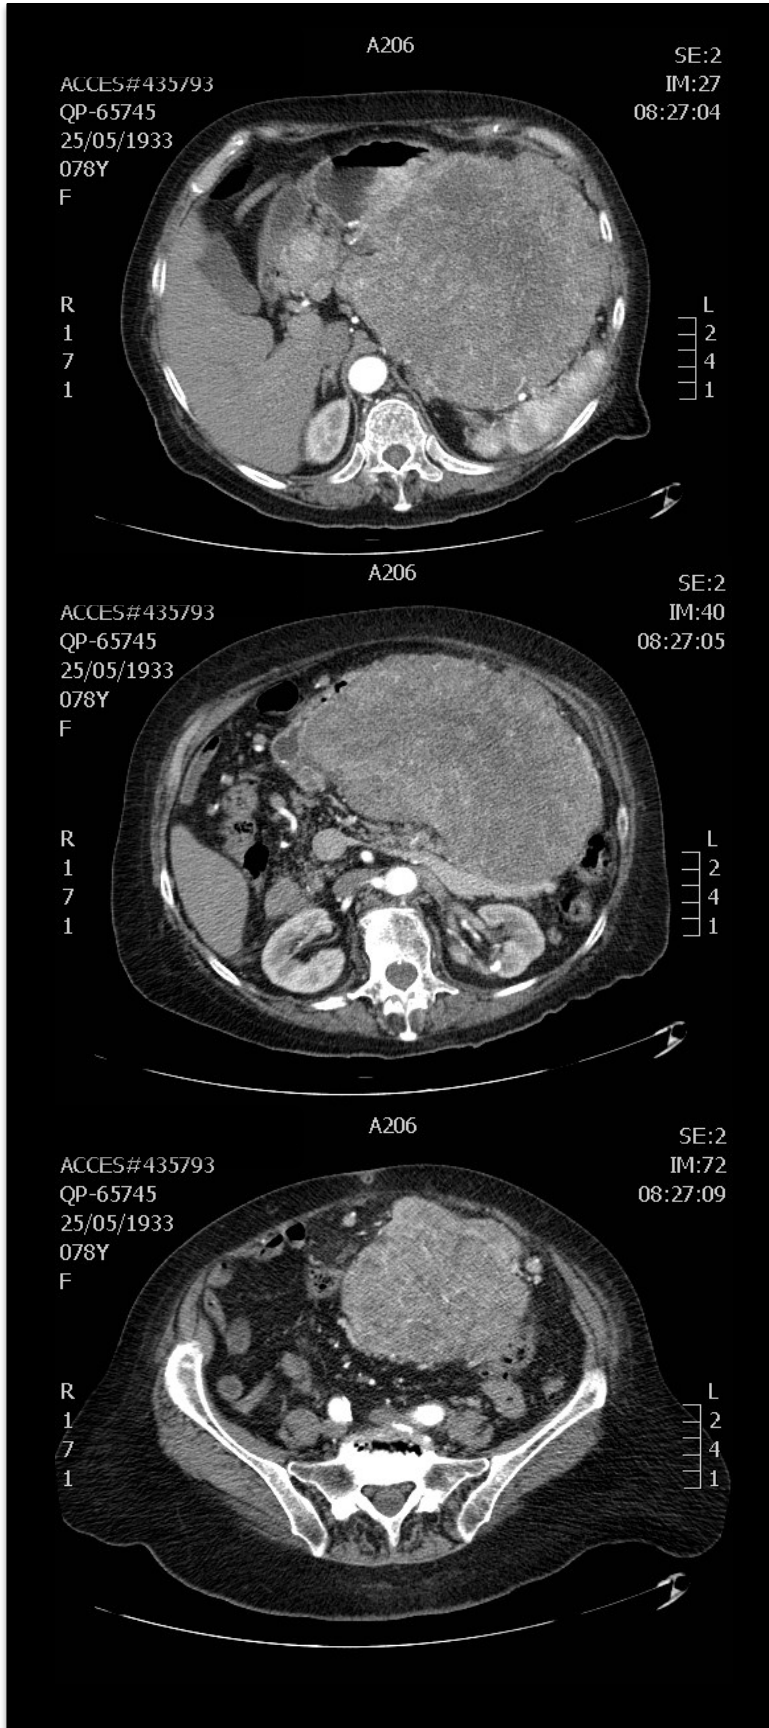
Tomografía Caso 2.
